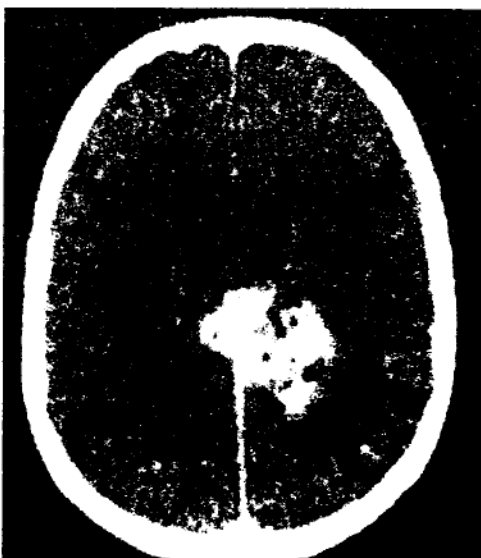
CT cerebral cu contrast iodat:
